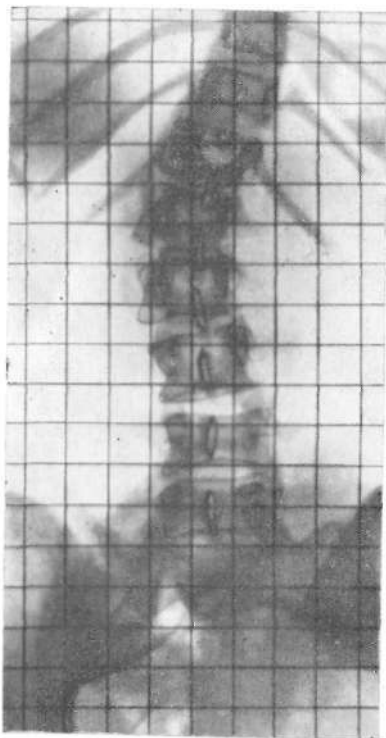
Рентгенограмма позвоночника с мерительной сеткой при сколиозе.
